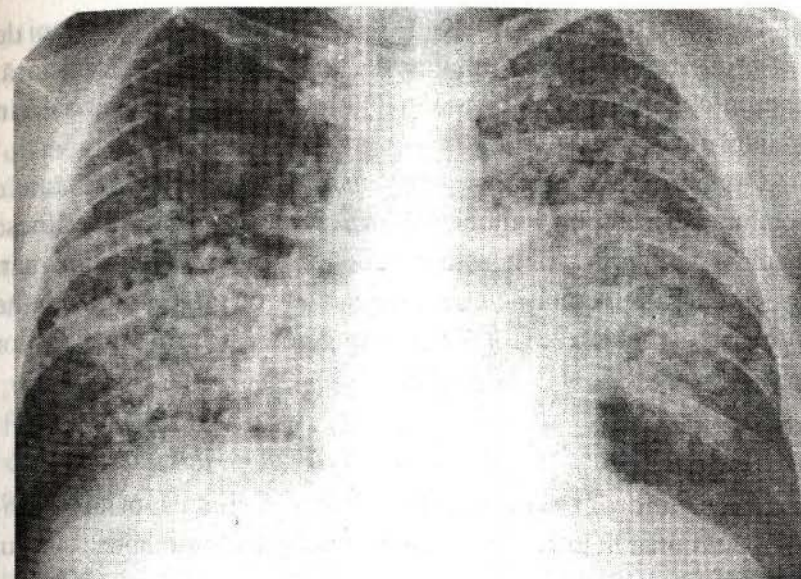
Radiografie de ansamblu a organelor cutiei toracice. Diseminare nodulară de origine fizică.
